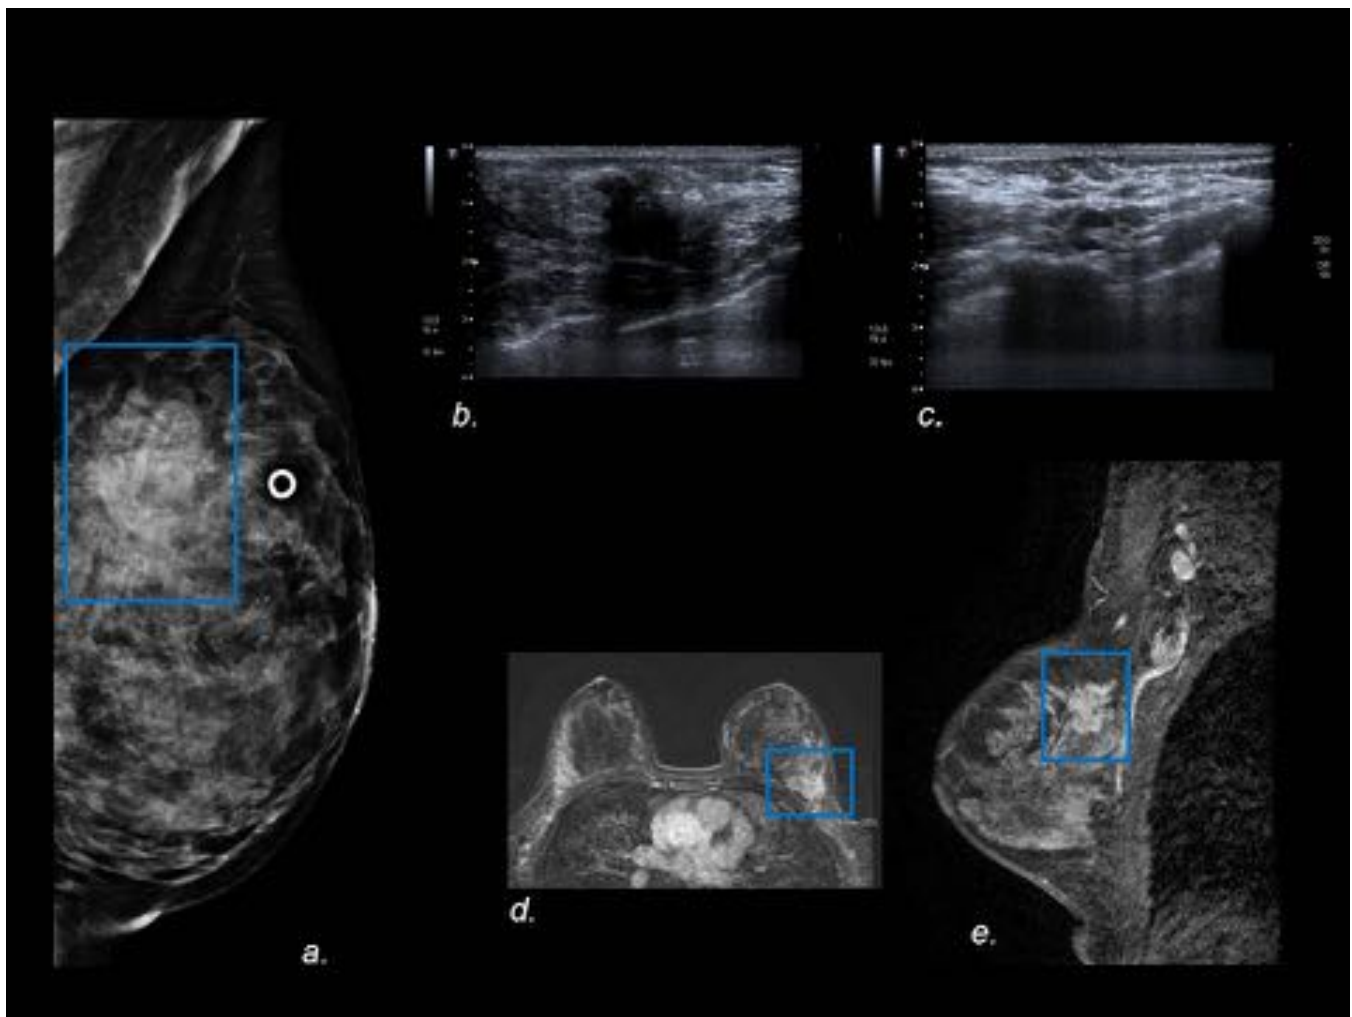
(a) La proyección OML de la mama izquierda muestra una masa mal definida que en ecografía (b,c) se corresponde con un nódulo sólido de contorno mal definido, visualizándose además un ganglio axilar con engrosamiento cortical. En el estudio de RMN dinámico con contraste (d,e) es visible una masa espiculada con realce en CSE de la mama izquierda. Son visibles además ganglios axilares patológicos. En la BAG ecoguiada se diagnosticó un CLI.
